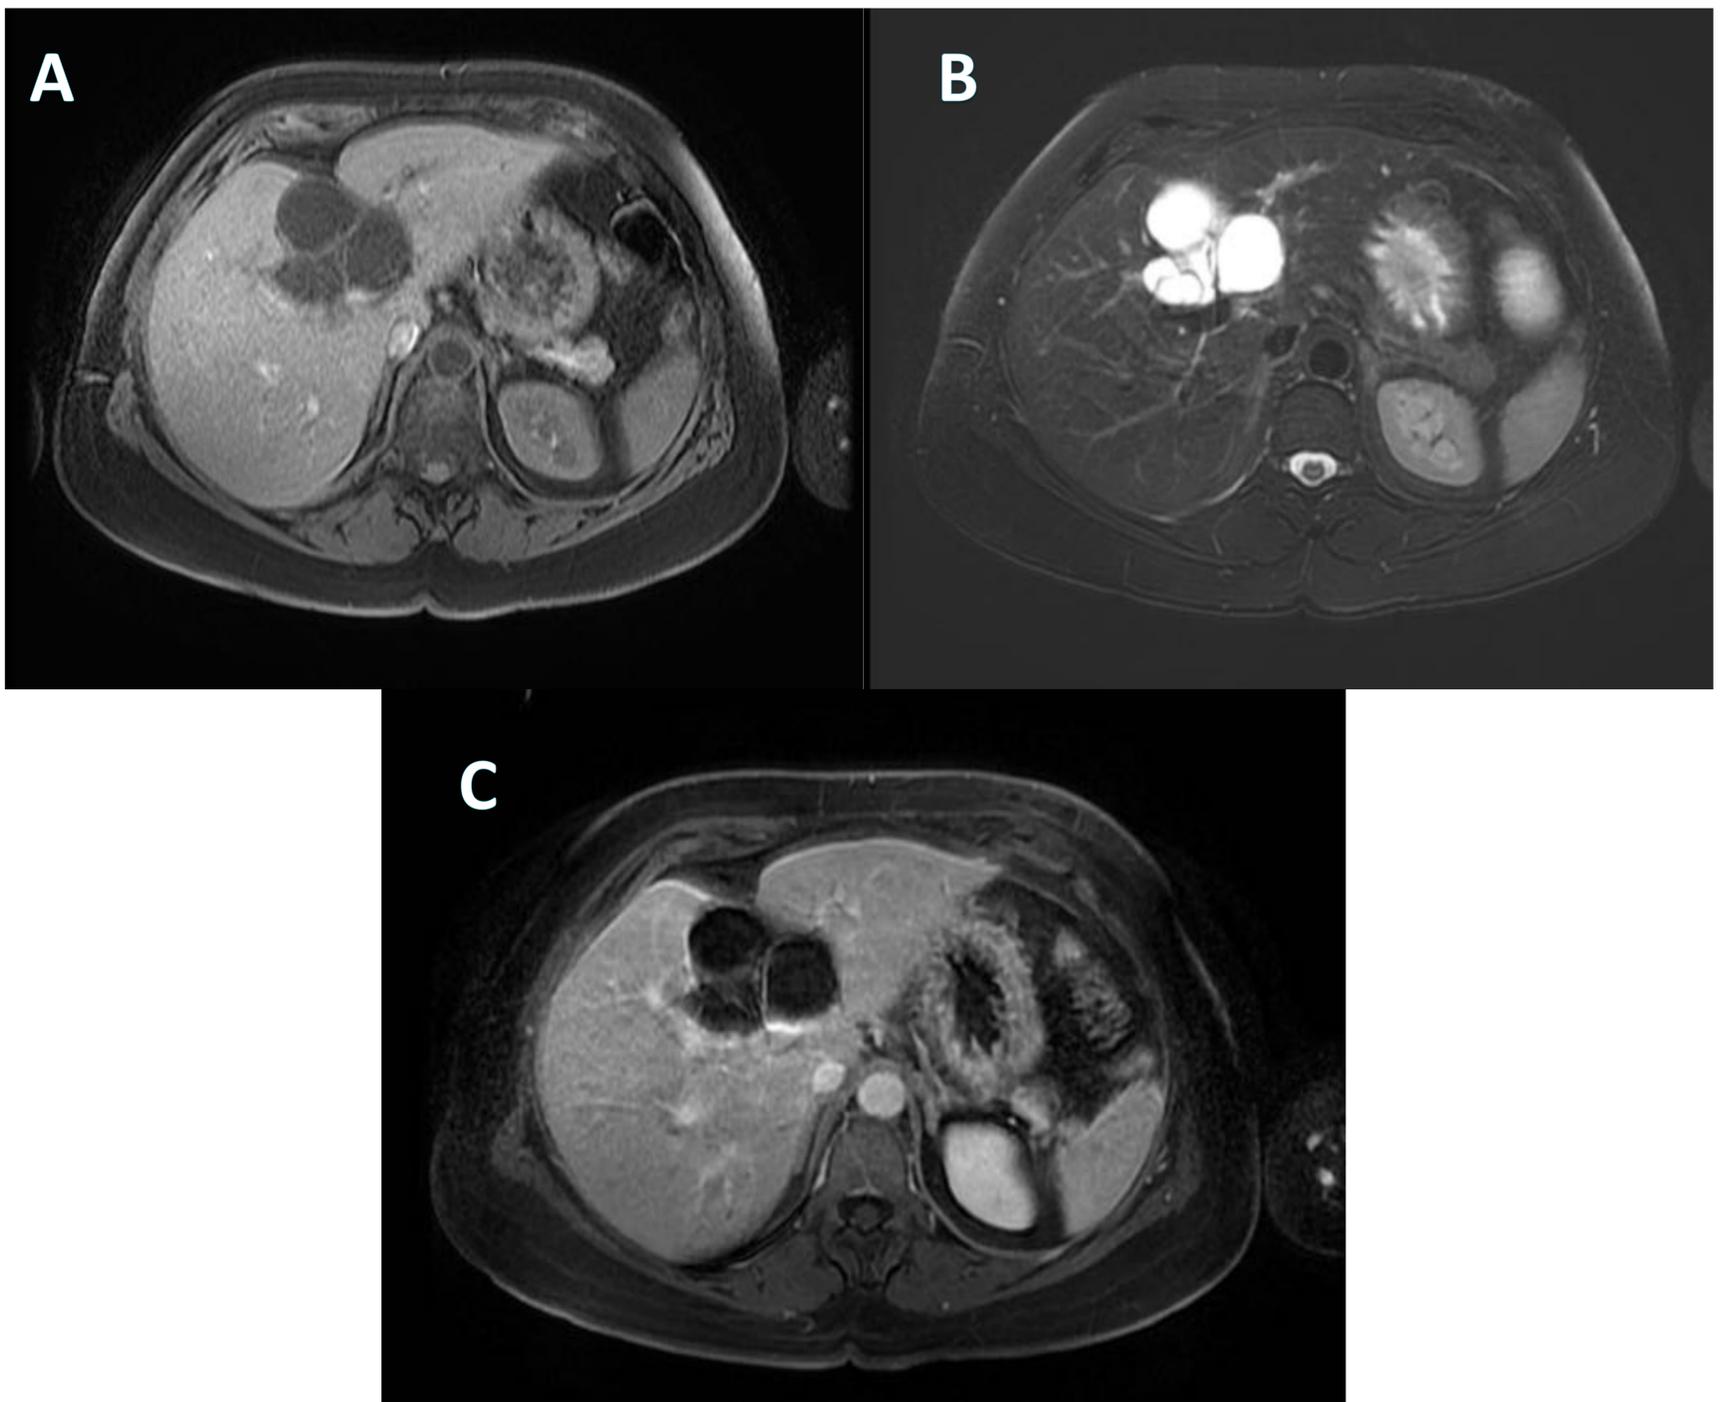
Quiste hidatídico. RM. Lesión quística multiloculada y multicompartimentada intraparenquimatosa hepática, que afecta el hilio hepático, hipointensa en T1 (A), hiperintensa en T2 (B), con captación fina de contraste mural, compatible con la orientación diagnóstica de quiste hidatídico hepático. References: Hospital Universitari de Tarragona Joan XXIII/ES.
